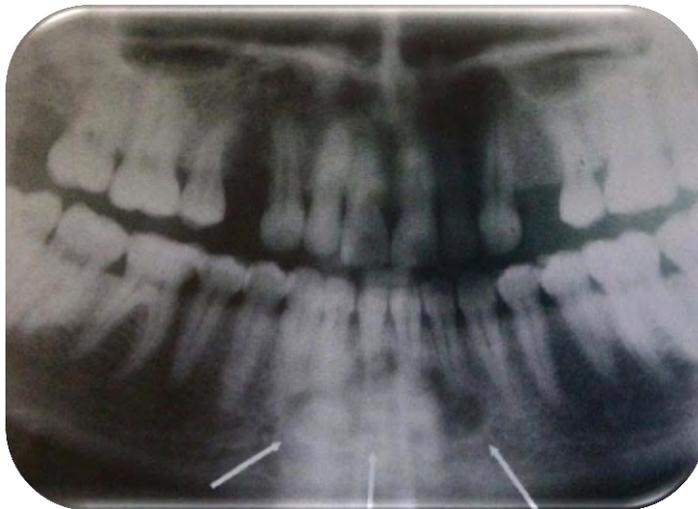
Radiografía panorámica. Displasia Ósea Periapical en zona anterior de la mandíbula.
